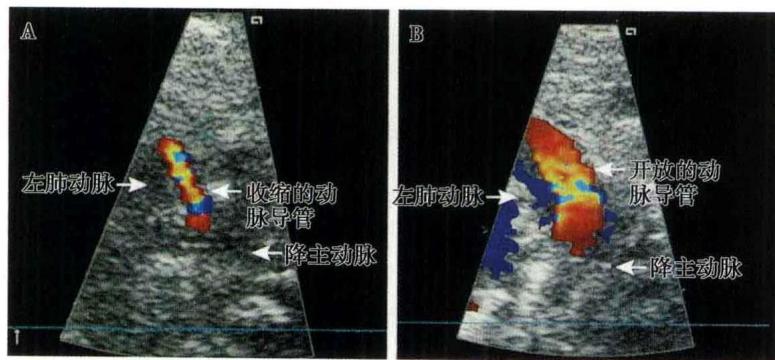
图中是两例早产儿 PDA 生后最初 6 小时的超声检查。彩色多普勒血流检查显示在主肺动脉和左肺动脉以离开探头方向的蓝色血流为主，在动脉导管水平的左向右分流以流向探头方向的红色血流为主。A 显示收缩良好的 PDA，B 显示收缩不佳的 PDA。
